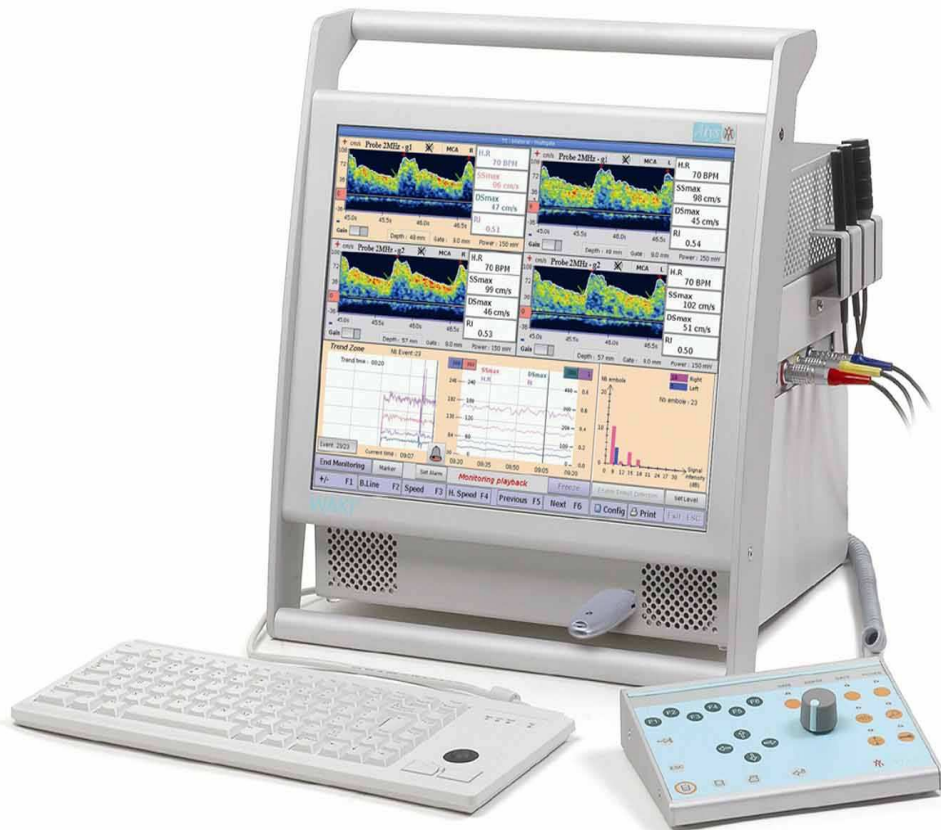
Système Doppler transcrânien (TCD Waki™, Atys-Médical, Soucieu en Jarrest, France).
